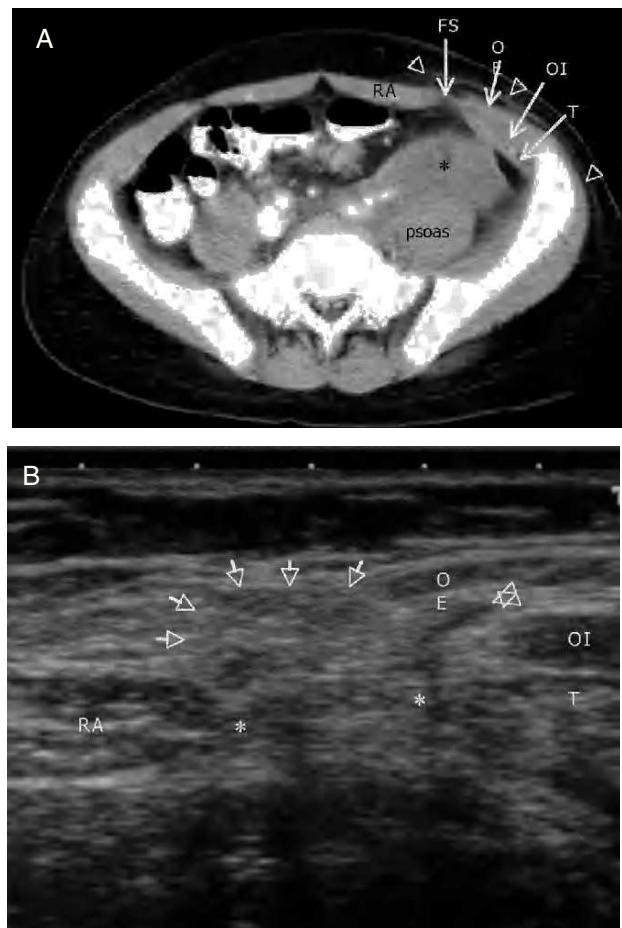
Estudios de imagen. A: tomografía computarizada en la que se observa un hematoma preperitoneal en el espacio del psoas. También se aprecian alteraciones de la densidad en la grasa subcutánea por hematoma (cabezas de flecha). La aponeurosis de Spiegel se observa íntegra. B: ecografía de la pared abdominal durante maniobra de Valsalva que pone de manifiesto la hernia de Spiegel con contenido graso epiploico (flechas) y con un componente intersticial entre los músculos oblicuos (cabeza de flecha). No se identifica la fascia del oblicuo externo llegando el saco a la grasa subcutánea, por lo que se diagnostica de rotura completa de la fascia de Spiegel.
